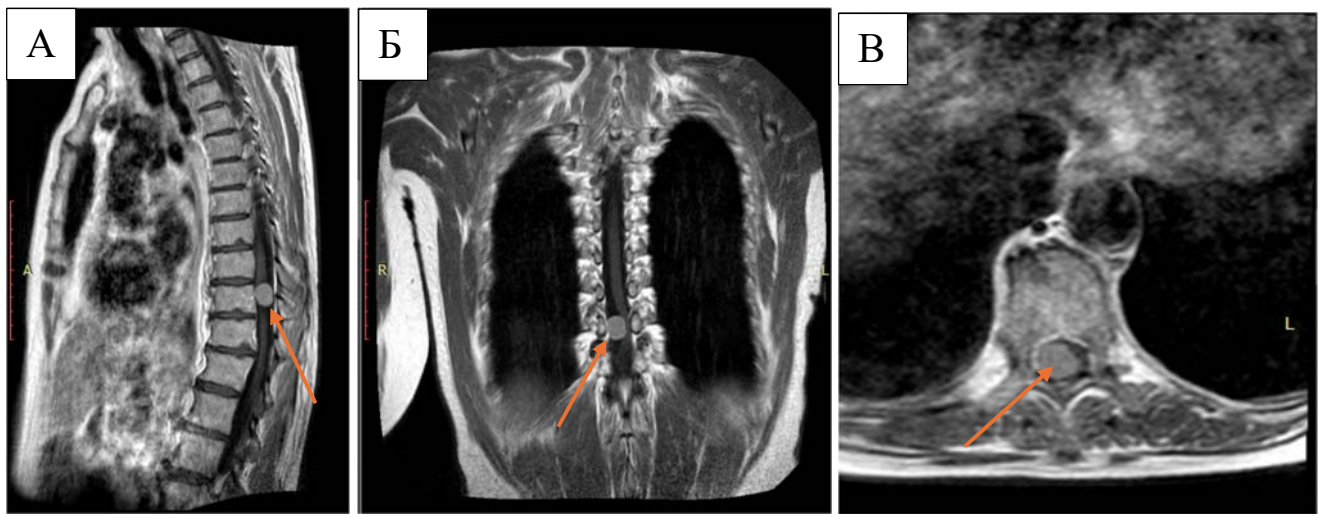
МРТ – изображения в сагиттальной (А), коронарной (Б) и аксиальной (В) проекциях в T1 режиме с контрастным усилением, на которых представлена экстрамедуллярная опухоль (выделена стрелкой) на уровне Th_{IX} позвонка со смещением эпиконуса спинного мозга в латеральном направлении
